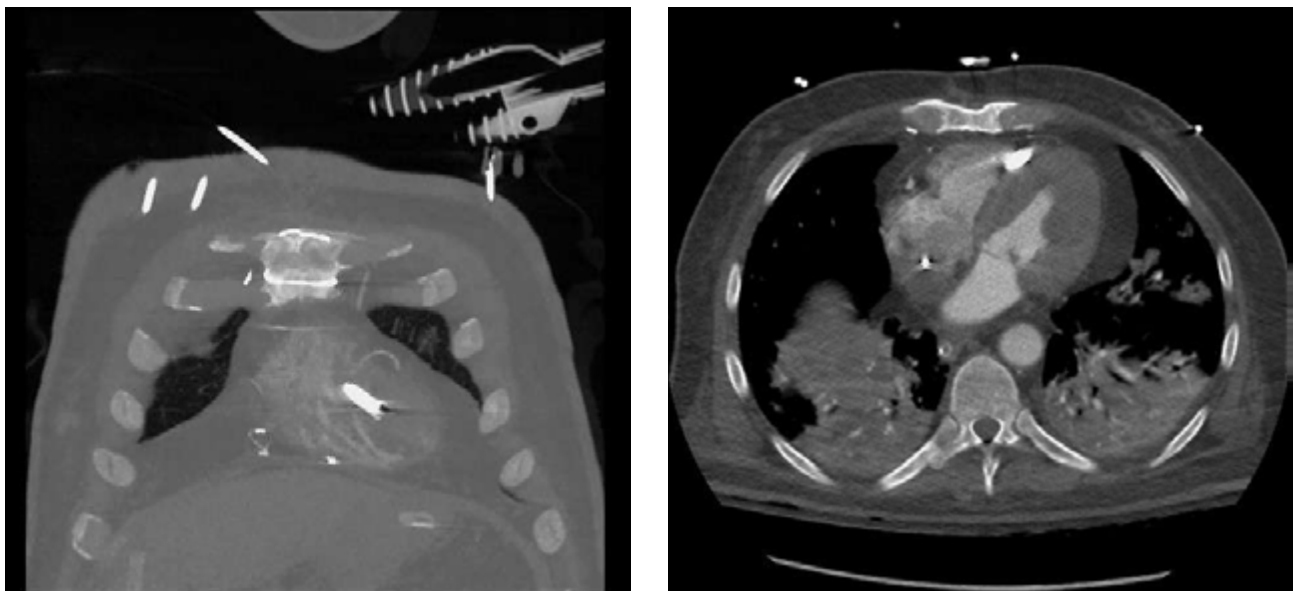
Micra-PM. Immagine TAC, sezione coronale (a sinistra) e sezione trasversa (a destra).
